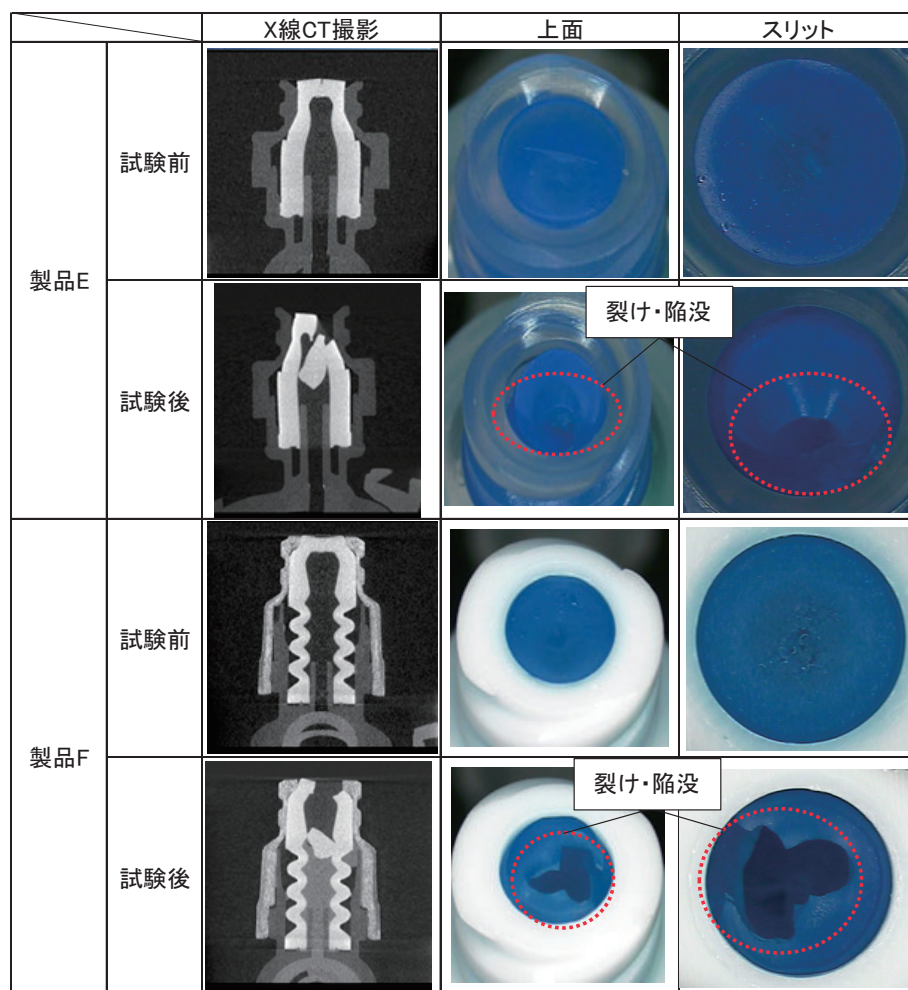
第二段階試験後の製品E・FにおけるX線CT撮影画像写真
